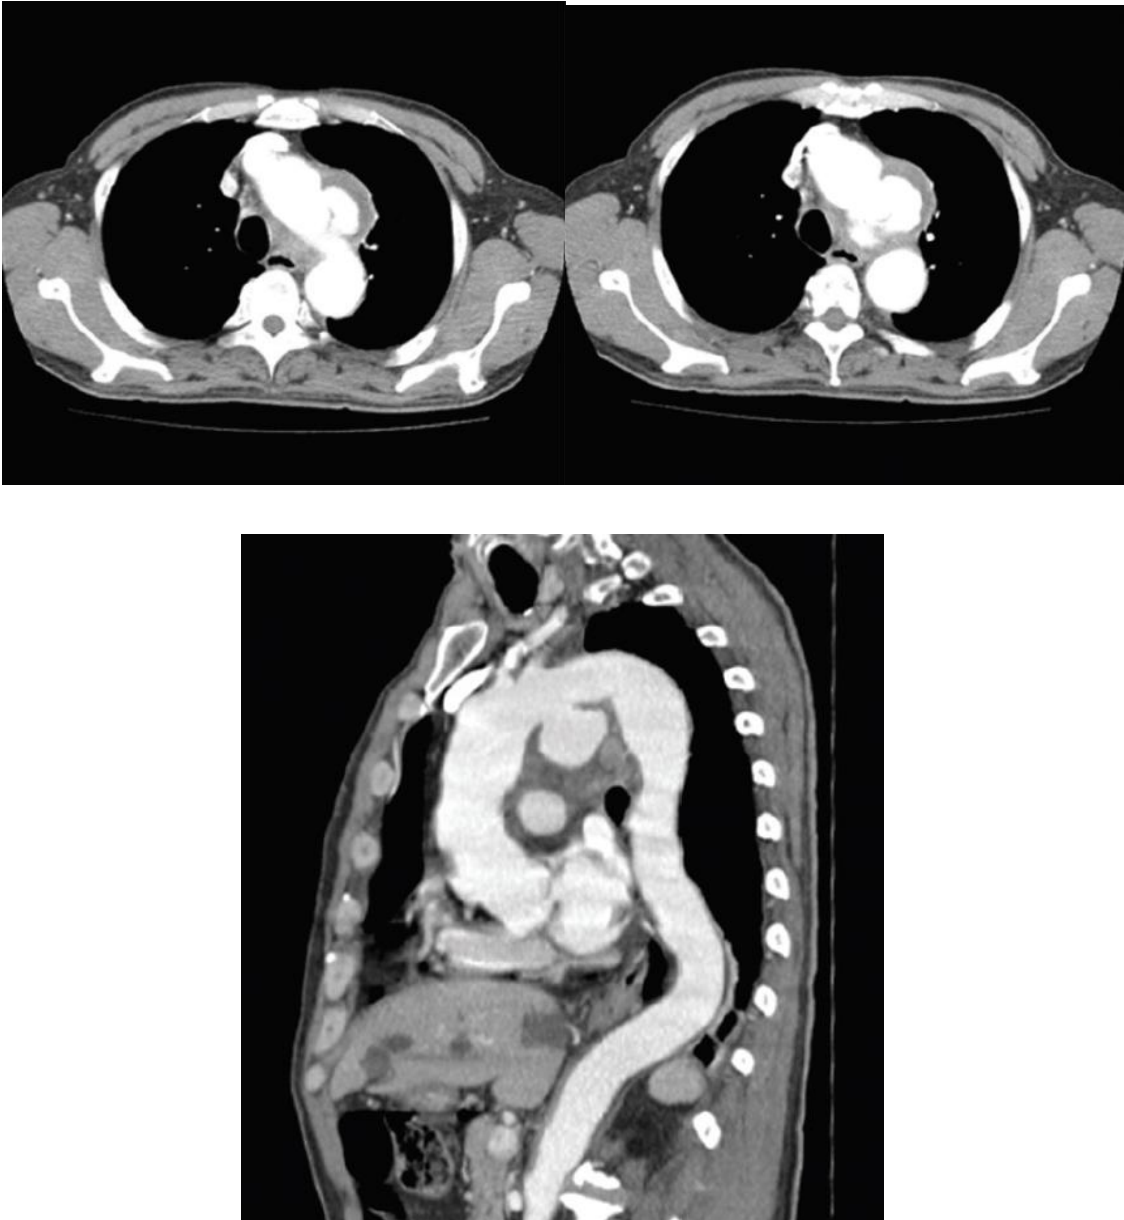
Images du TDM thoracique montrant un anévrisme sacculaire de la crosse de l'aorte d'un diamètre maximal de 5 cm, chez un homme de 62 ans atteint de la MB
